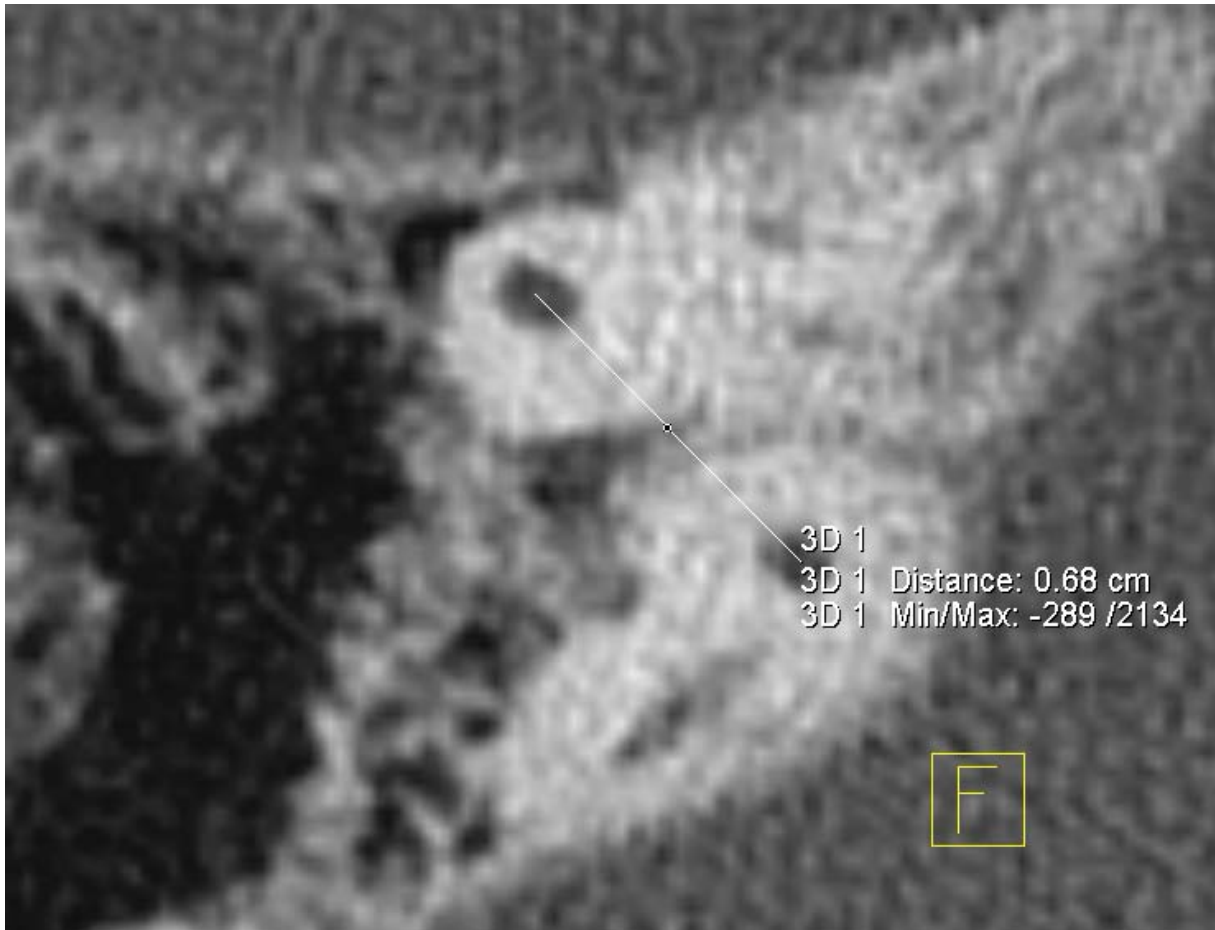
Messung des Durchmessers des oberen Bogengangs {3D 1} [CT_OBOG_D_re] mit Tool ‚2D Distance‘
